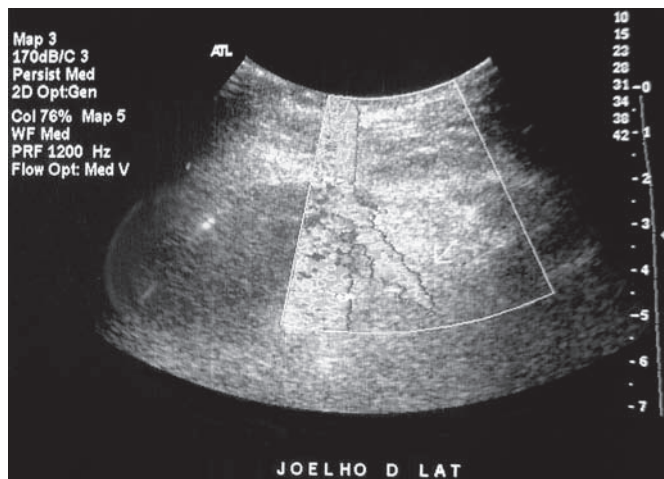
Ultrassonografia arterial de membro inferior direito com a presença de pseudoaneurisma na face lateral do joelho.
